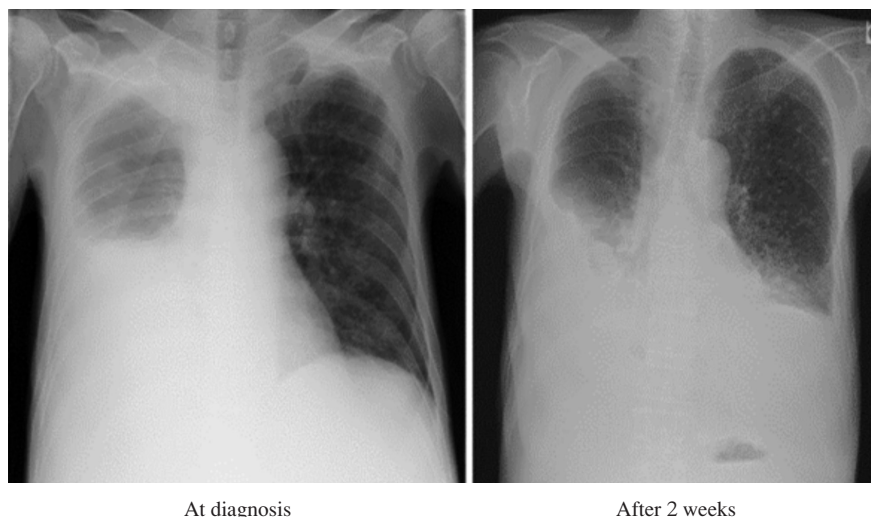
Chest radiograph obtained at the time of diagnosis showing pleural effusion, however, miliary shadows were not prominent. Two weeks after diagnosis, pleural effusion decreased and miliary shadows increased.
